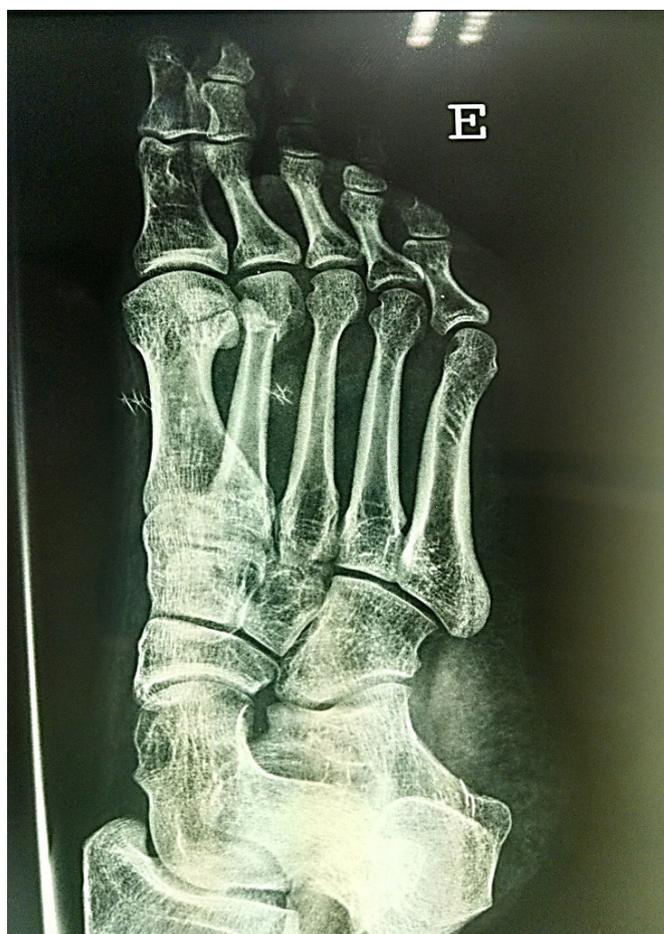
Radiografia evidenciando fratura de estresse da cabeça do 2º metatarso do pé esquerdo.
